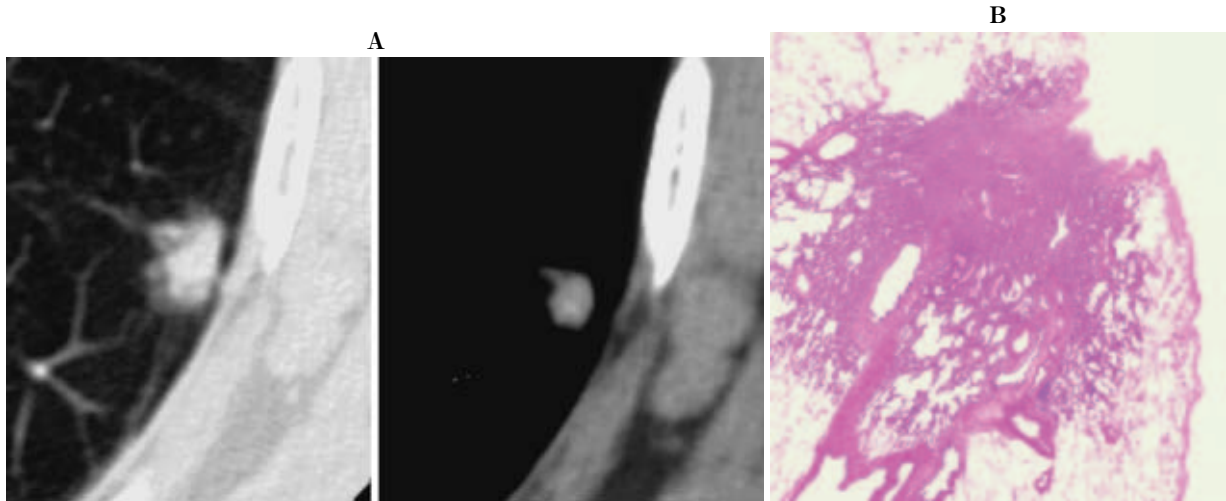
The percentage of the length on TS-CT images: TDR=43 %
